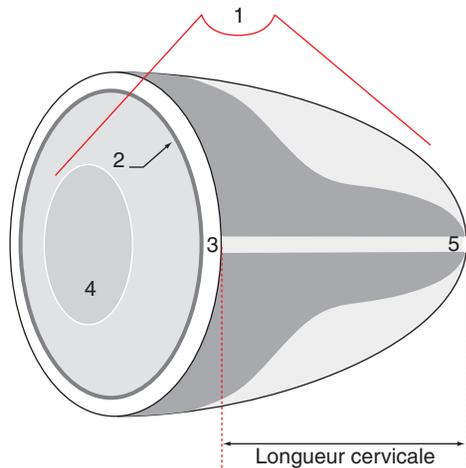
Mesure de la longueur du col utérin par échographie transvaginale. Longueur du col normale. 1. Sonde d'échographie ; 2. membranes ; 3. orifice interne du col ; 4. tête fœtale ; 5. orifice externe du col.
